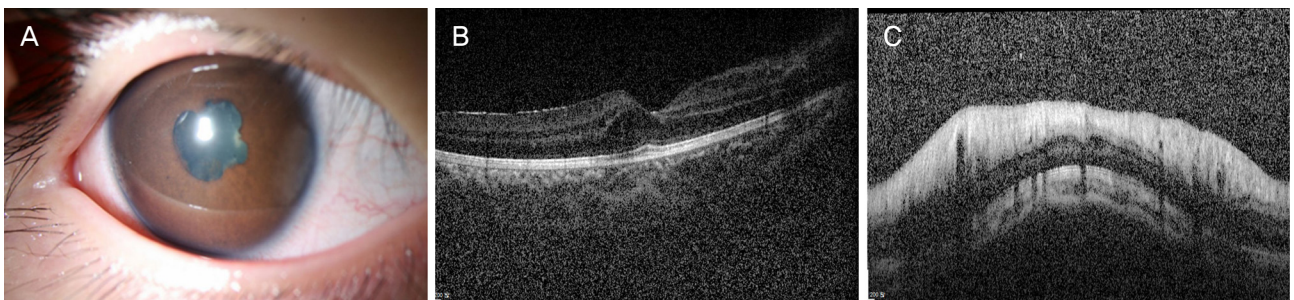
Initial images from a pediatric patient with uveitis. (A) Slit-lamp photograph of the right eye at the diagnosis of pediatric uveitis: anterior chamber reaction (1-2+ cells), posterior synechia and cataract is observed. (B, C) Optical coherence tomography of the right eye shows macular edema (B) and disc edema (C).
